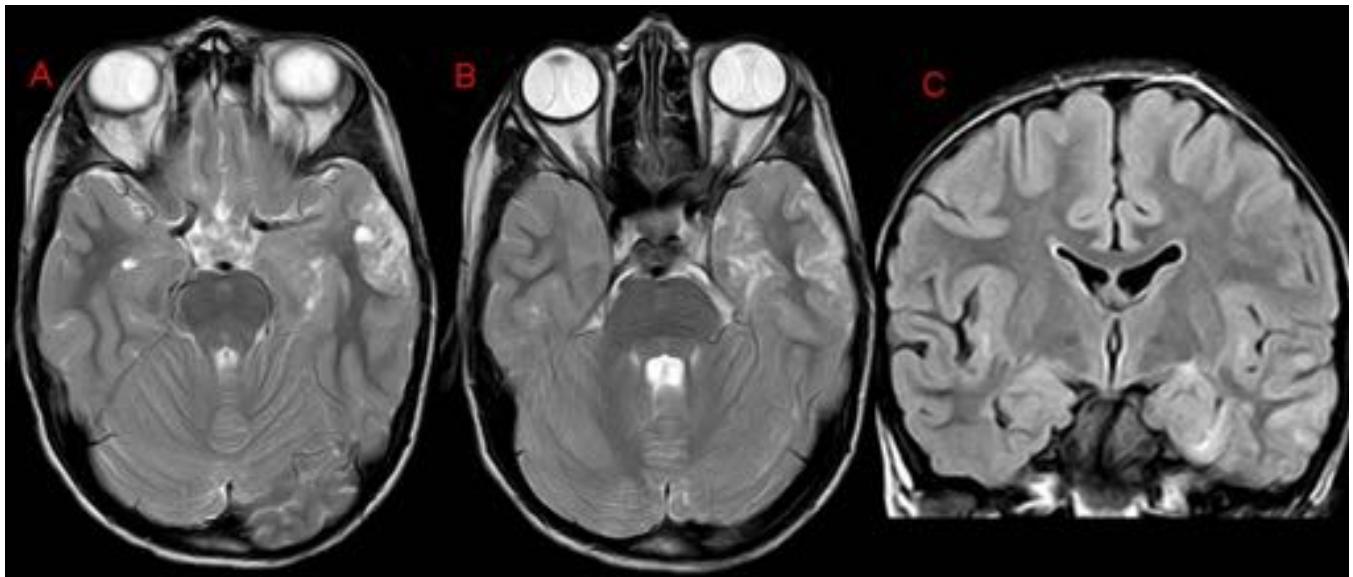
FIGURA 10. A y B. Axial T2. C. Coronal FLAIR. Afectación extensa de la corteza temporal izquierda, que se observa engrosada y con alteración irregular de su señal, así como aumento de la señal de la SB yuxtacortical. Imagen quística en el seno de los cambios descritos. Ante la sospecha de lesión tumoral se completa estudio con contraste iv sin observar realce. La lesión está diagnosticada de tumor tipo DNET con cambios displásicos. Compatible con DCF tipo IIIb.
